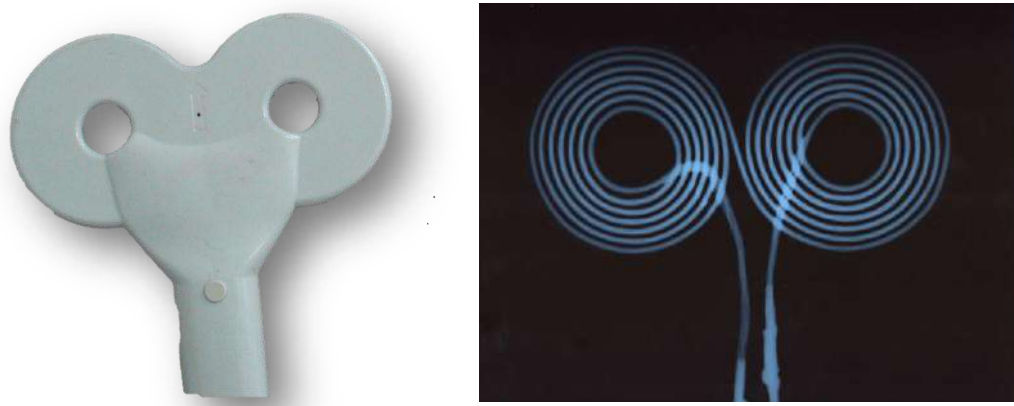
Bobina em forma de 8 da marca Neurosoft com dimensões de $10 \times 20 \text{ cm}^2$, utilizada nos experimentos de mapeamento de campo magnético. (a) Fotografia da bobina (b) Radiografia da bobina, mostrando seus enrolamentos.
